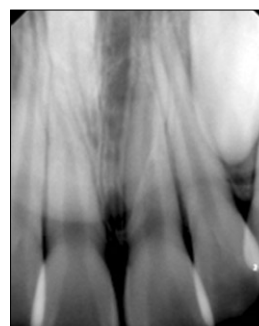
Radiographs taken at 26 months after first visit. The permanent incisors are fully erupted and their apexes are almost mature. For the purpose of monitoring is achieved, surgical extraction are planned before the supernumerary teeth migrate more superiorly.
